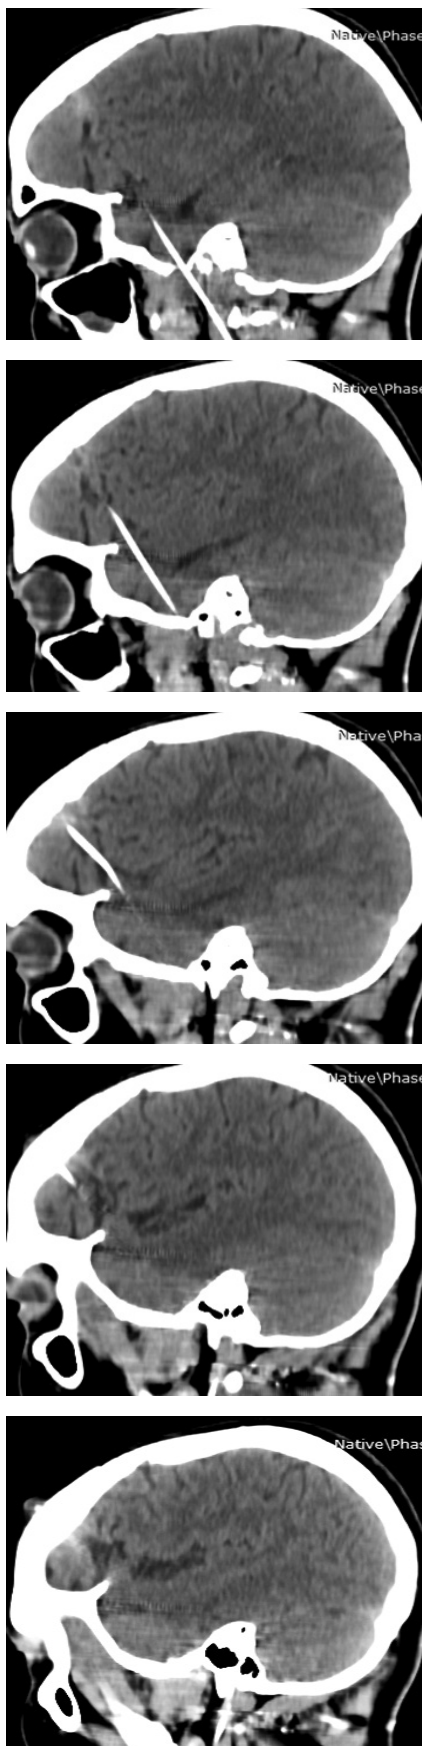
Компьютерная томография головного мозга (боковая проекция). Дистальный конец металлического сегмента пушера спирали перфорирует левые височную и лобную доли головного мозга и лобную кость
